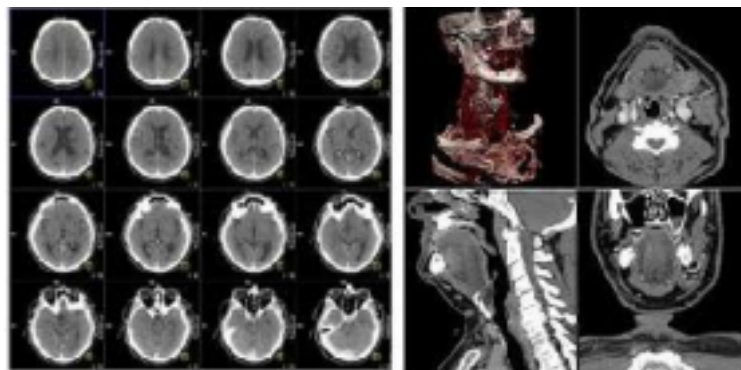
Комп'ютерна томограма
